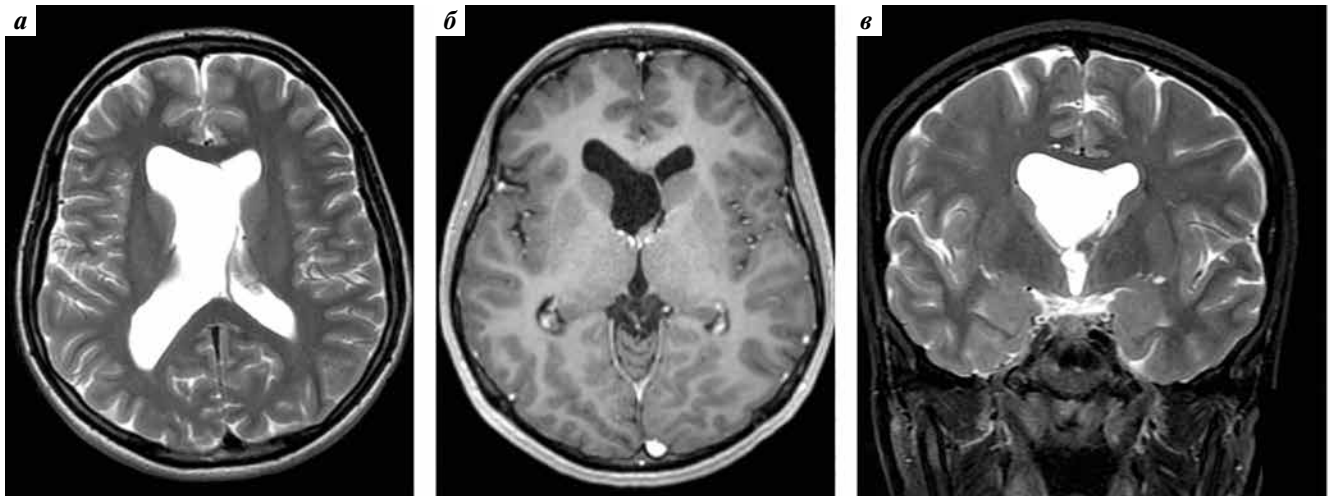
Гидроцефалия при односторонней обструкции отверстия Монро (AH1 D). На аксиальной томограмме в режиме T2 определяются расширение правого бокового желудочка, дислокация межжелудочковой перегородки влево, конвекситальные субарахноидальные пространства не изменены (а). При исследовании с парамагнетиком исключен объемный процесс в области отверстий Монро (б). На фронтальном срезе в режиме T2 также верифицируются расширение правого бокового желудочка, дислокация межжелудочковой перегородки влево, а также закрытое мембраной правое отверстие Монро (в). Во время эндоскопической операции было подтверждено наличие этой мембраны
